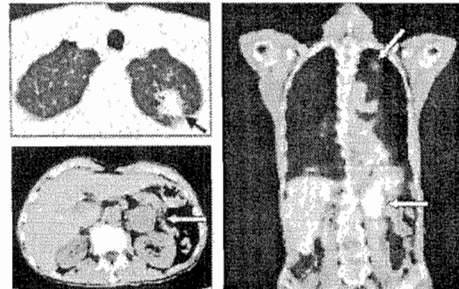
症例6(低分化腺癌T1N0or2M1)。左2枚:CT、右:PET/CT fusion画像
